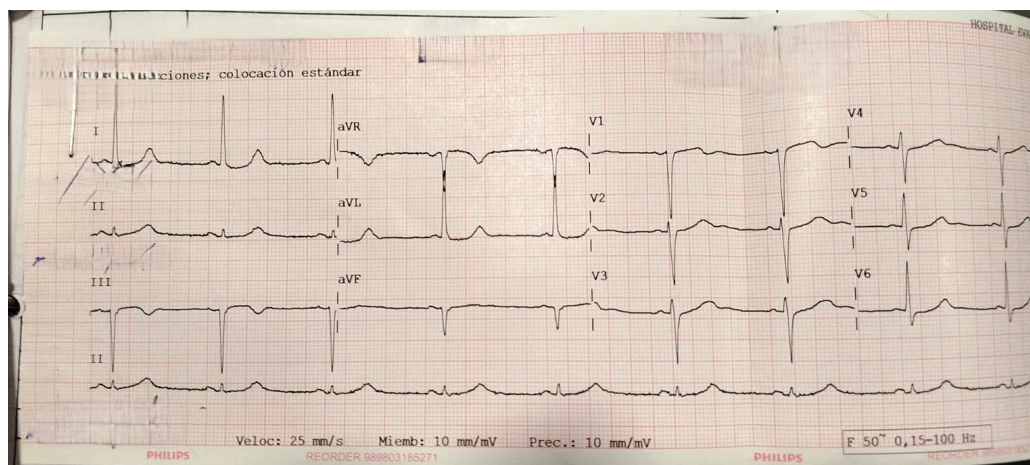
Ecocardiograma mostrando ondas T positivas com intervalo QT corrigido de 480 ms.
